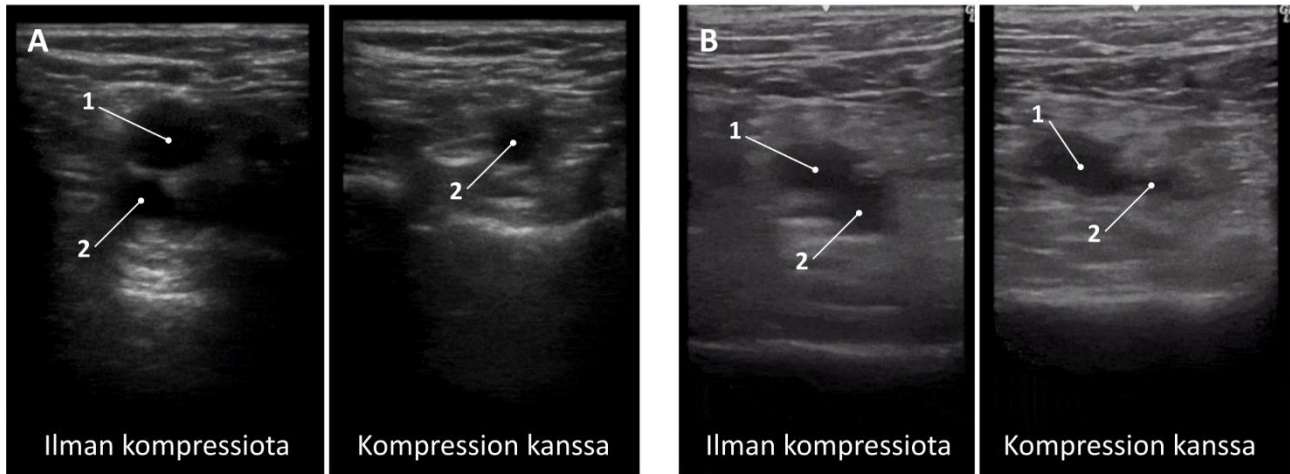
Vasemman alaraajan v. femoralis (1) ja a. femoralis (2) nivustaipeen kohdalla. Normaalilöydös, jossa laskimo painuu helposti kasaan. Lähde: www.ultrasoundpedia.com.
